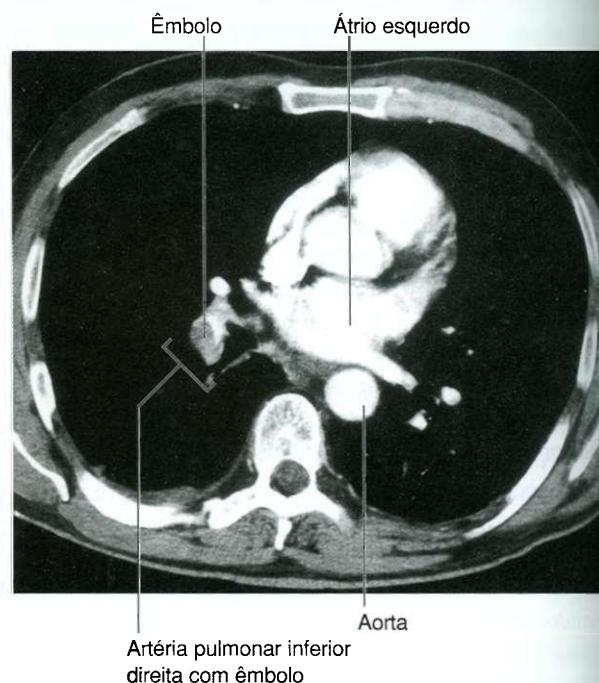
Embolia pulmonar. Tomografia computadorizada horizontal.
